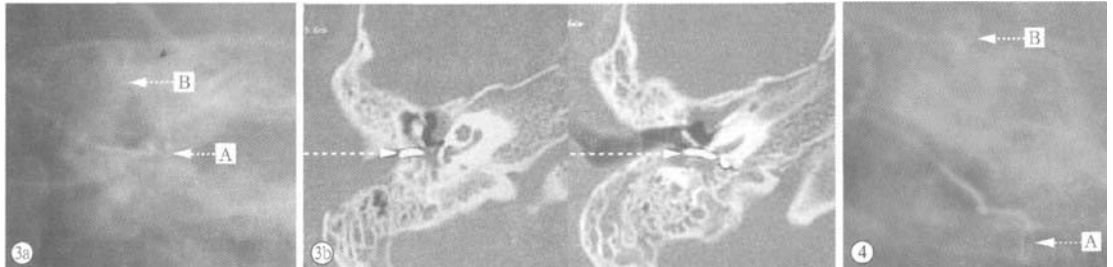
病例 1 的耳蜗平片和 CT 片 a 为耳蜗平片, 箭头 A 所指为扭曲的电极, 箭头 B 所指为上半规管。b 为 CT 片, 虚线箭头所指为电极, 证实电极系列位于蜗外
